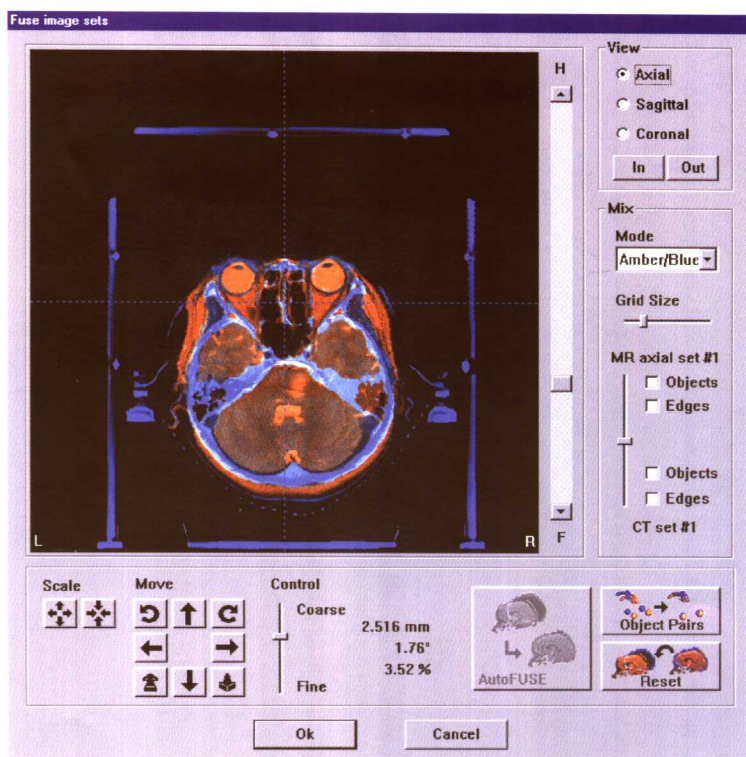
Brain Scan 治疗计划系统图像融合软件操作界面（黄色为 MRI）
